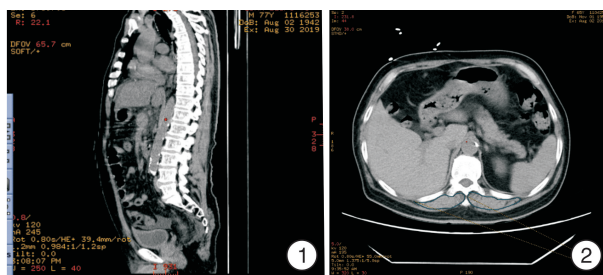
CT 矢状位重建; 图 2 CT 横断面扫描
